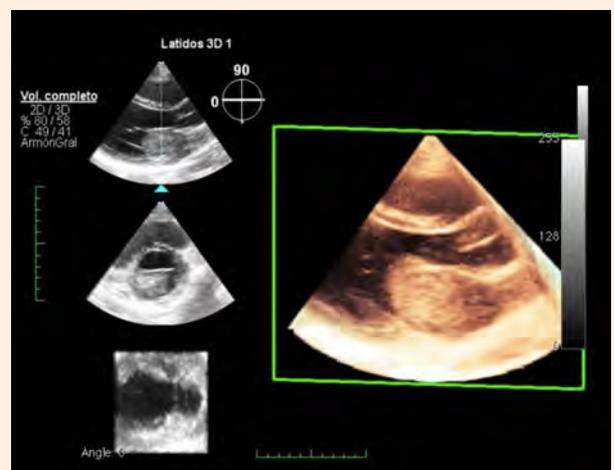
Ecocardiografía transtorácica: Volumen 3D que muestra la tumoración cardíaca en aurícula izquierda.
